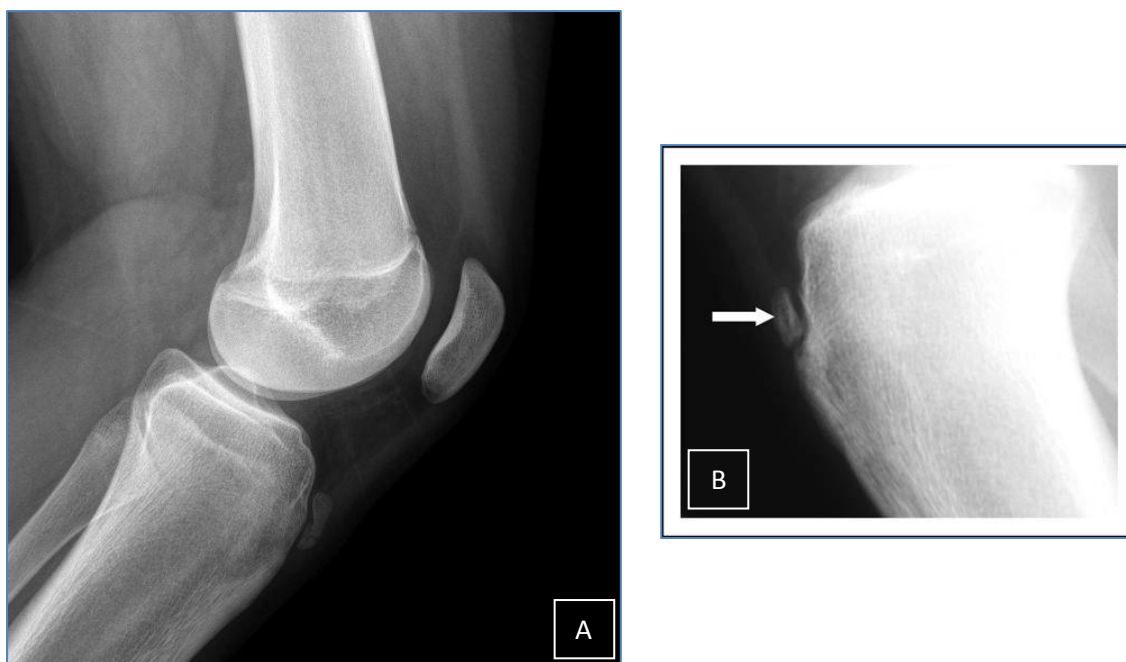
Radiografias laterais demonstrando irregularidade e fragmentação óssea localizadas à tuberosidade tibial, alterações típicas da Síndrome de Osgood-Schlatter.
